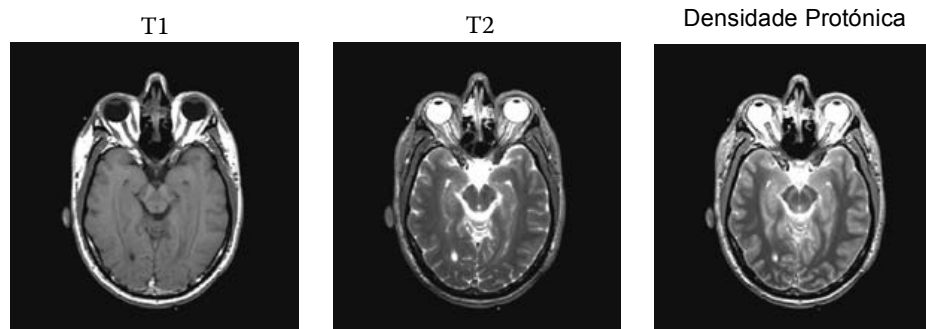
Diferentes mecanismos de contraste foram utilizados para criar imagens de RM ponderadas em *T1* (esquerda), *T2* (meio) e por densidade protónica (direita). Os diferentes resultados na diferenciação de tecidos moles resulta da escolha do método de imagem. Adaptado de [43].
